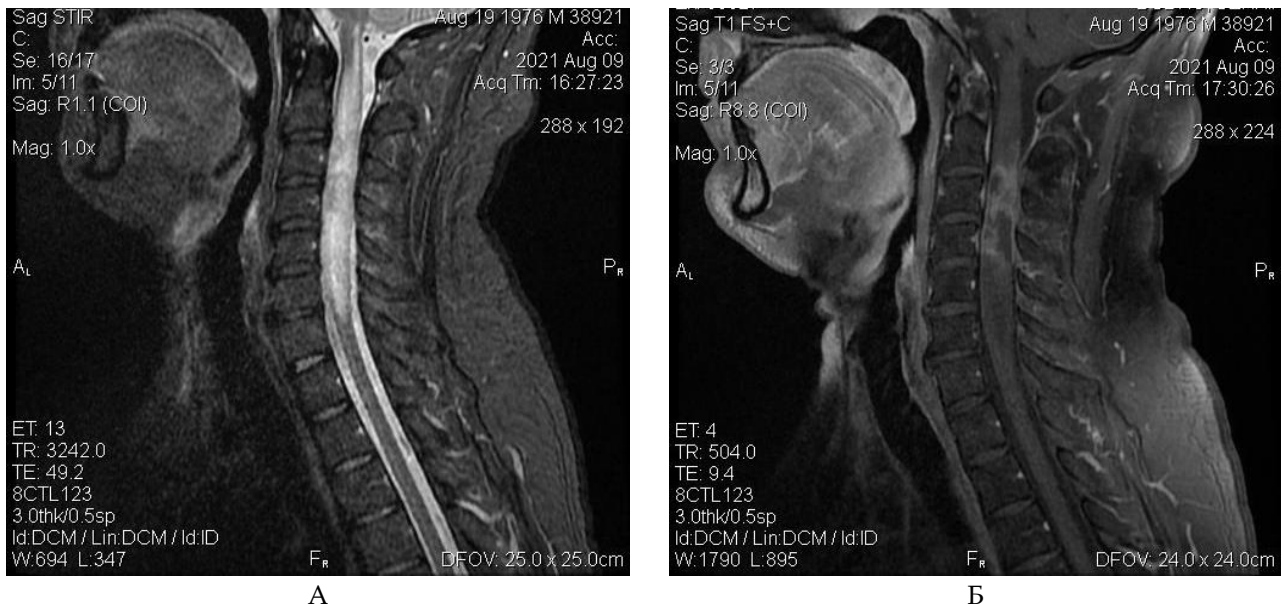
МРТ шийного відділу спинного мозку пацієнта, 9.08.2021: А) сагітальні зрізи в T2 режимі; Б) сагітальні зрізи в режимі T1 з контрастом. Ділянка ураження у спинному мозку на рівні C4-C7 хребців з поширенням на стовбур мозку
